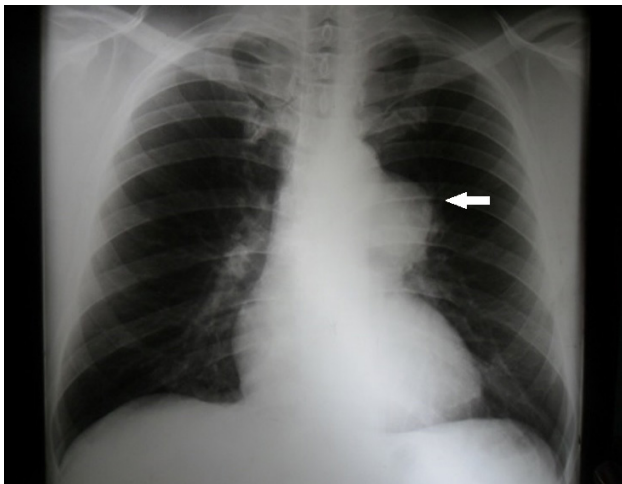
Radiografía de tórax posteroanterior. Imagen radiopaca (flecha).
